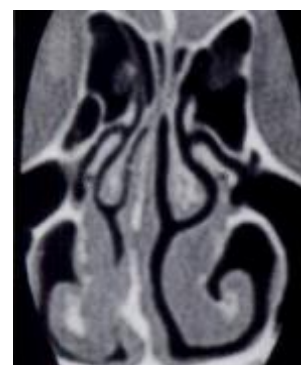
TC mostra desvio do septo com curvatura convexa para a direita e assimetria das apófises unciformes¹⁹
